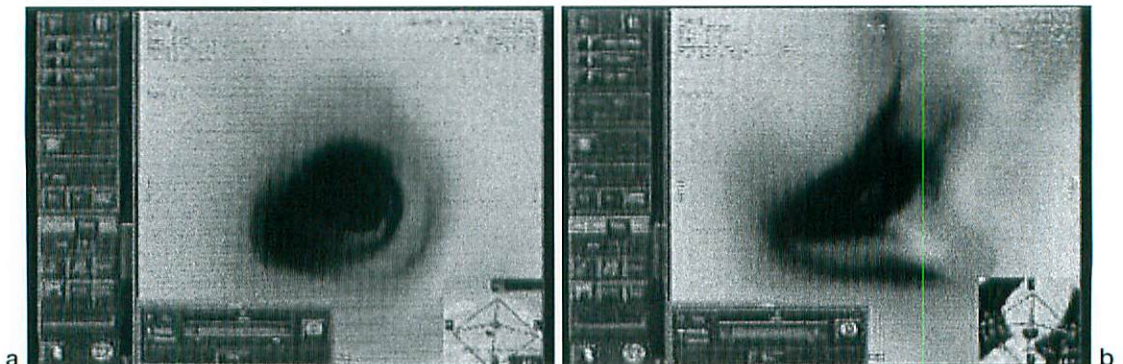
Virtual bronchoscopy in vascular ring (1-month-old boy) (helical CT)
